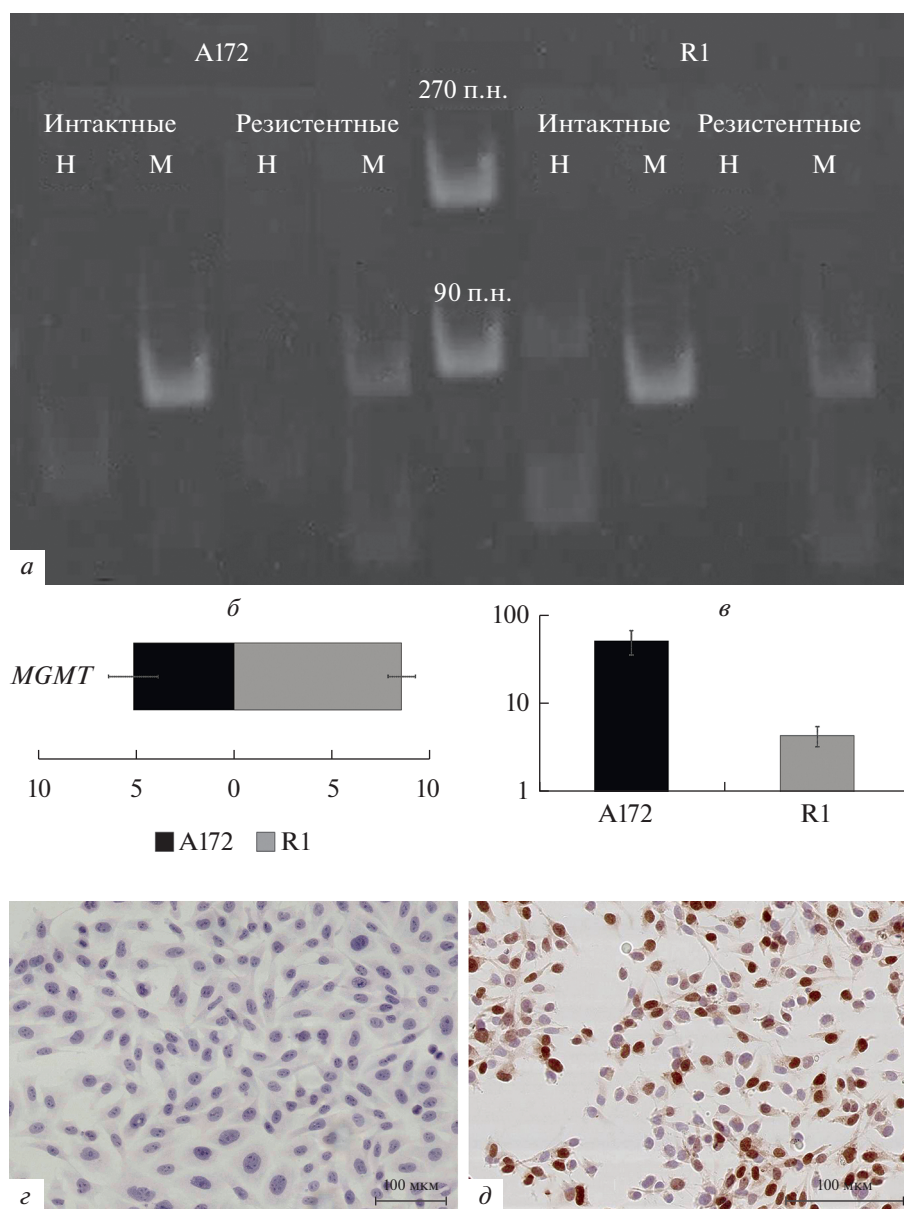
Анализ метилирования CpG-островков промоторных областей гена *MGMT* в intactных и резистентных к темозоломиду клетках A172 и R1. *a* – дорожки Н и М – амплификат, полученный с праймерами для неметилированных и метилированных участков ДНК соответственно. *б* – Относительный уровень экспрессии гена *MGMT* в intactных клетках линий A172 и R1; по горизонтали – ΔCT (разница между пороговым циклом исследуемого гена и гена сравнения *GAPDH*); горизонтальные отрезки – стандартное отклонение. *в* – Изменение экспрессии гена *MGMT* в резистентных к темозоломиду клетках A172 и R1; по вертикали – $2^{-\Delta\Delta CT}$ (кратность разницы между экспрессией гена в резистентных и intactных клетках); за 1 ед. принят уровень активности гена *MGMT* в intactных клетках; вертикальные отрезки – стандартное отклонение. *з, д* – Иммуноцитохимическое определение наличия белка *MGMT* в intactных клетках A172 и R1 соответственно; масштабные отрезки: 100 мкм.
